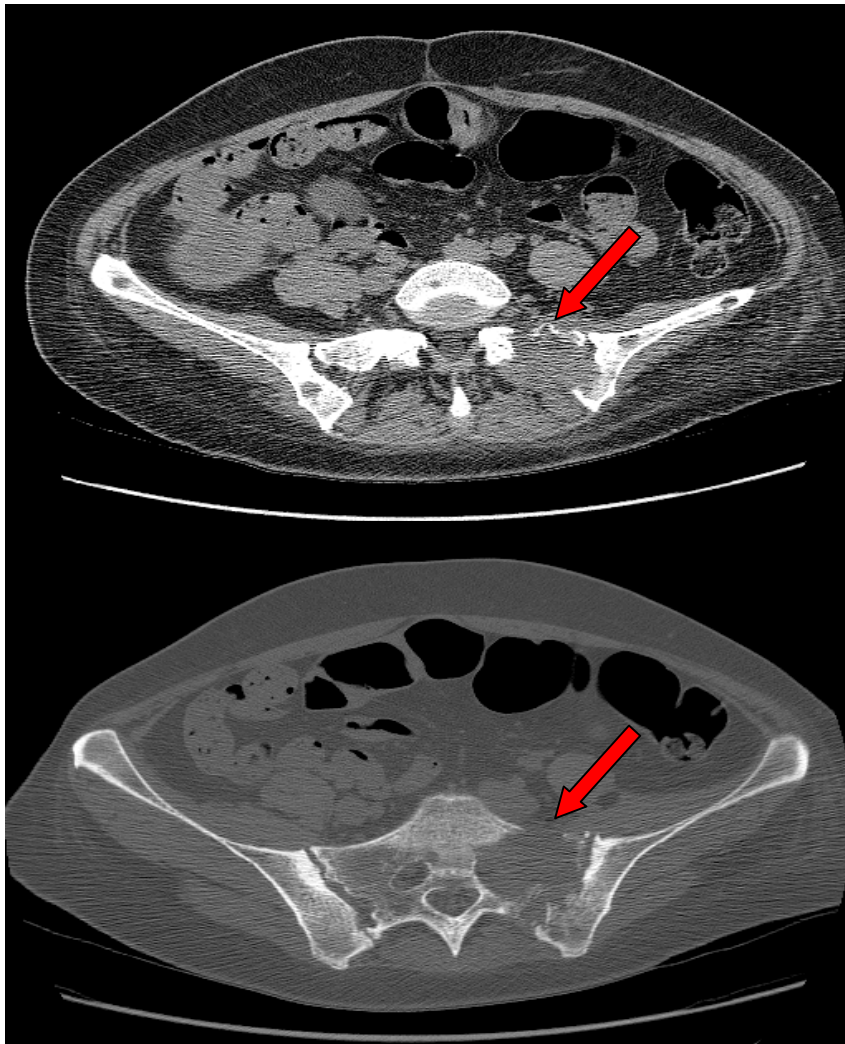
Computertomographische Darstellung einer osteolytischen Metastase der Massa lateralis des Os sacrum links bei einer 36-jährigen Patientin mit primärem Peritonealkarzinom.
